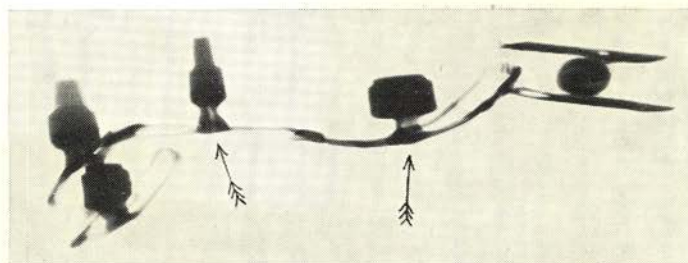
Röntgenfoto van een implantatie-prothese, vervaardigd ter controle op gietfouten. De pijltjes geven zwakke plaatsen aan
